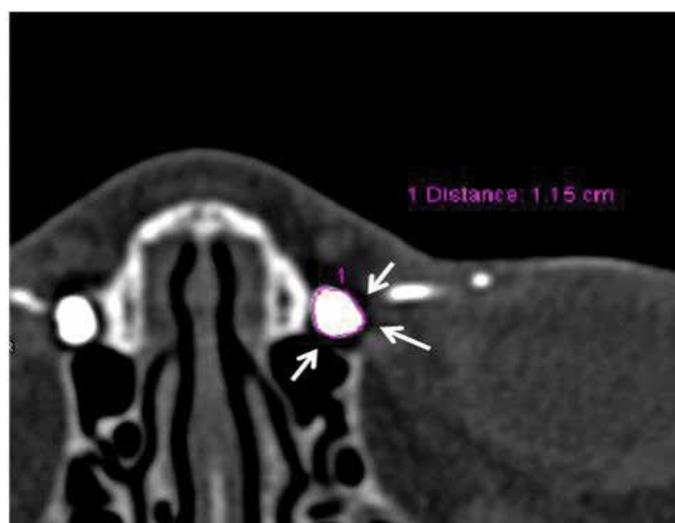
Corte axial de TC-MD demonstrando a medida da circunferência da coluna de contraste no interior da via lacrimal (setas brancas)
